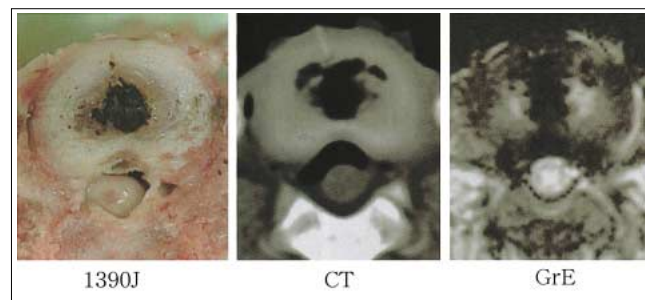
ブタ摘出椎間板におけるレーザー照射後の肉眼像(左)、CT像(中央)およびMR像(右)
